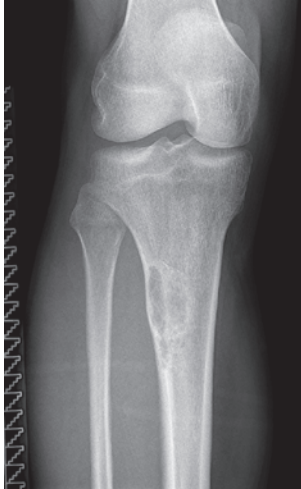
Röntgenbild a.p. Unterschenkel bei Adamantionom
